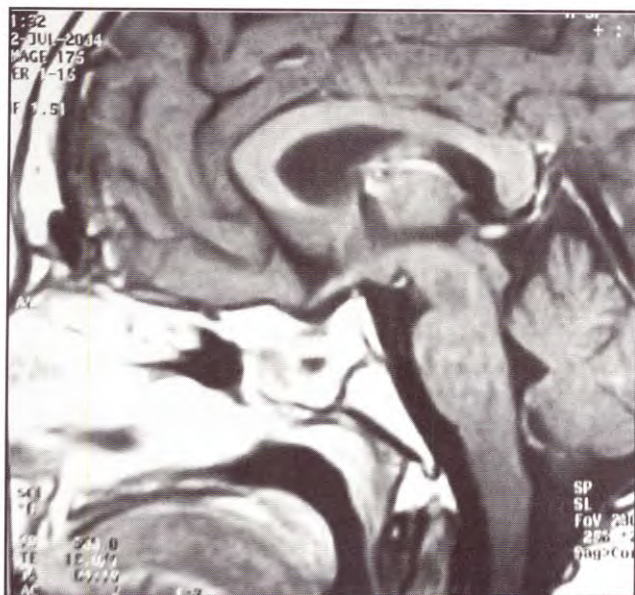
IRM Postoperatoria.
